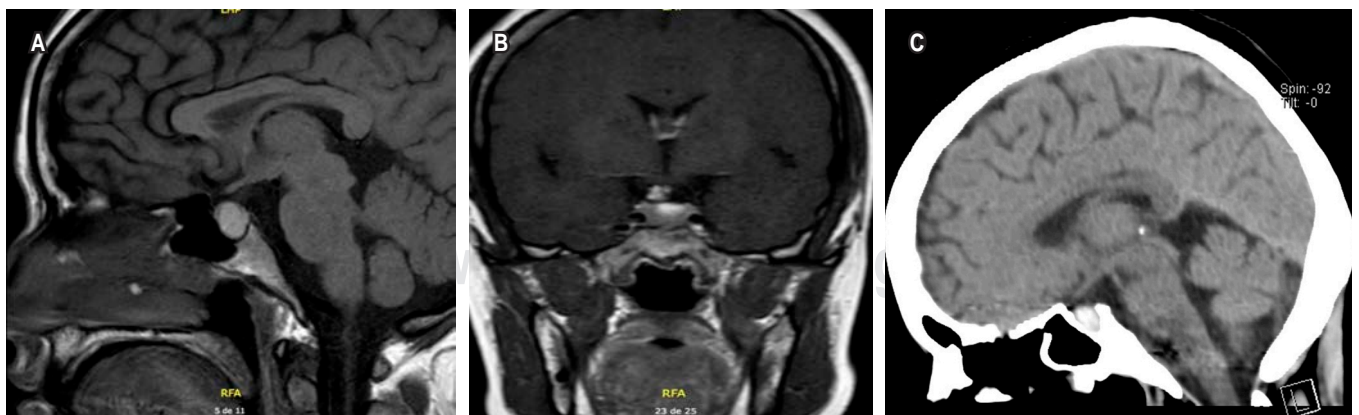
A) Resonancia magnética nuclear (RMN) cerebral, corte sagital, T1 simple: aumento de tamaño en la glándula hipofísis (15 × 9 × 13 mm), con área hiperintensa que sugiere sangrado. B) RMN silla turca, corte coronal, T1 con contraste: realce al medio de contraste. C) Tomografía de cráneo simple, corte sagital: aumento de tamaño de glándula hipofisaria, con aumento en la densidad que sugiere sangrado.
